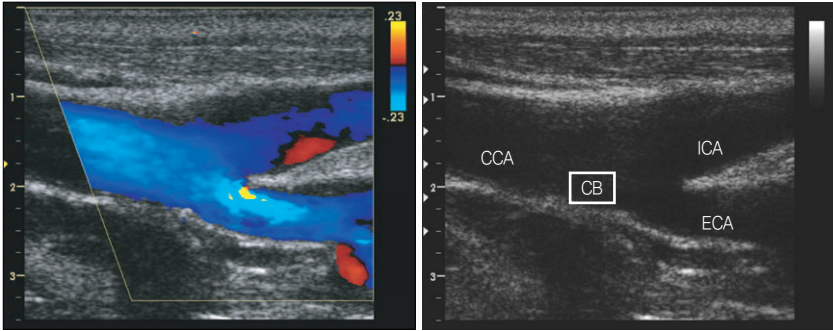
정상 총경동맥(CCA), 내경동맥(ICA), 외경동맥(ECA), 팽대부위(CB)의 B-mode, color Doppler 영상.
